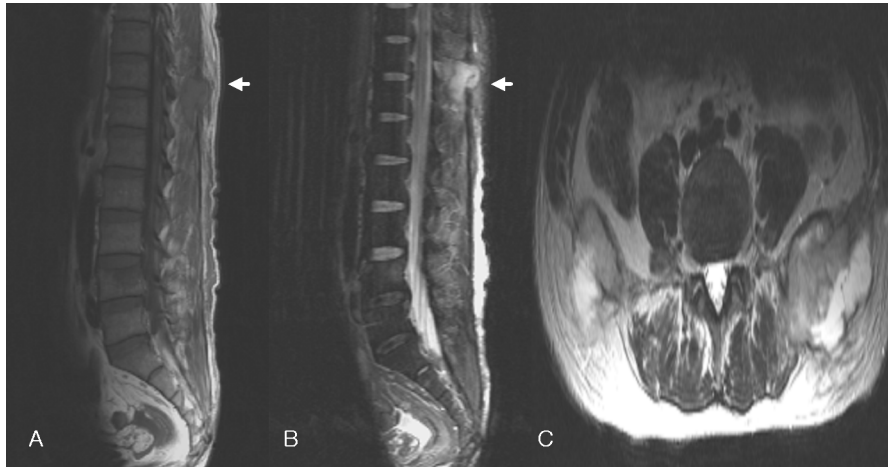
T1 and T2-weighted magnetic resonance imaging of the thoracic vertebrae on admission. Multiple enhancing soft tissue mass with bone destruction, involving T11 spinous process and bilateral iliac wing.
